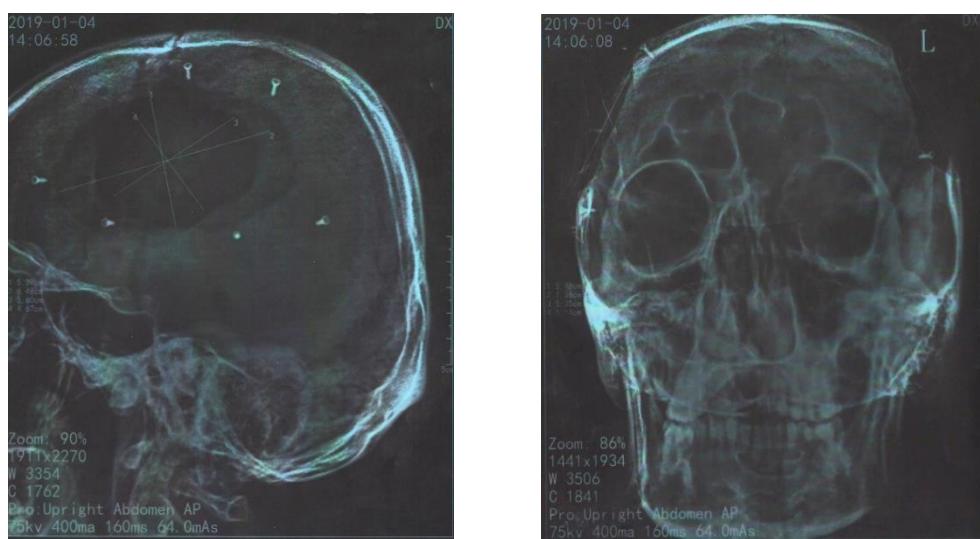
Рентгенограмма больного после операции (крепление титановыми шурупами)
